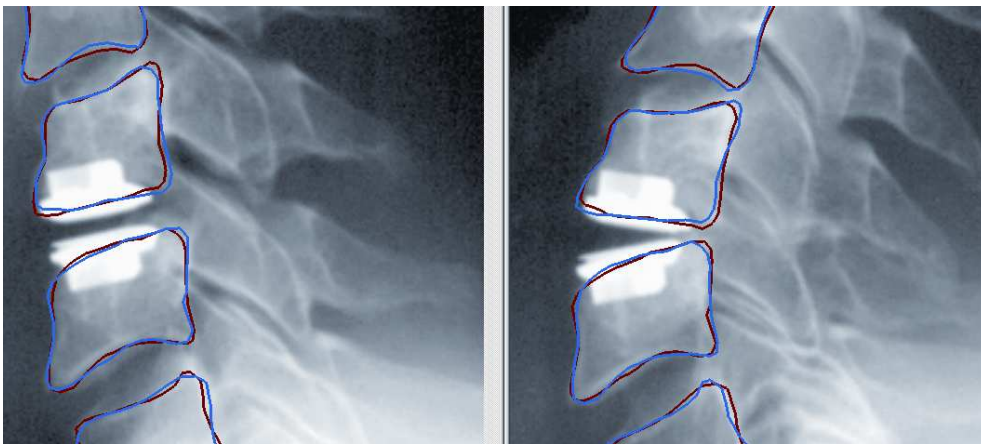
Radiographies de la prothèse discale cervicale Prodisc – C en flexion / extension
